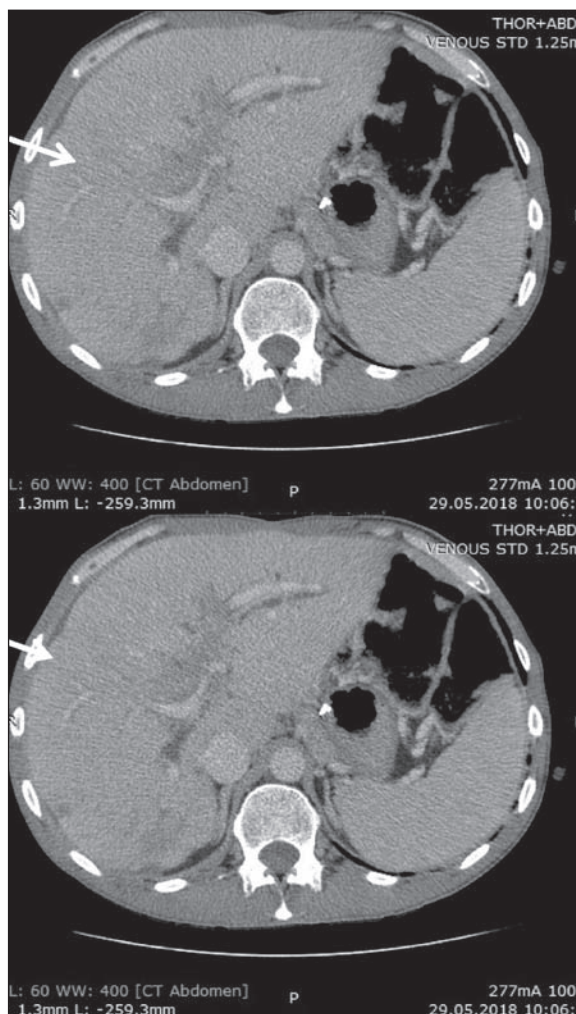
СКТ органов брюшной полости до начала таргетной терапии
